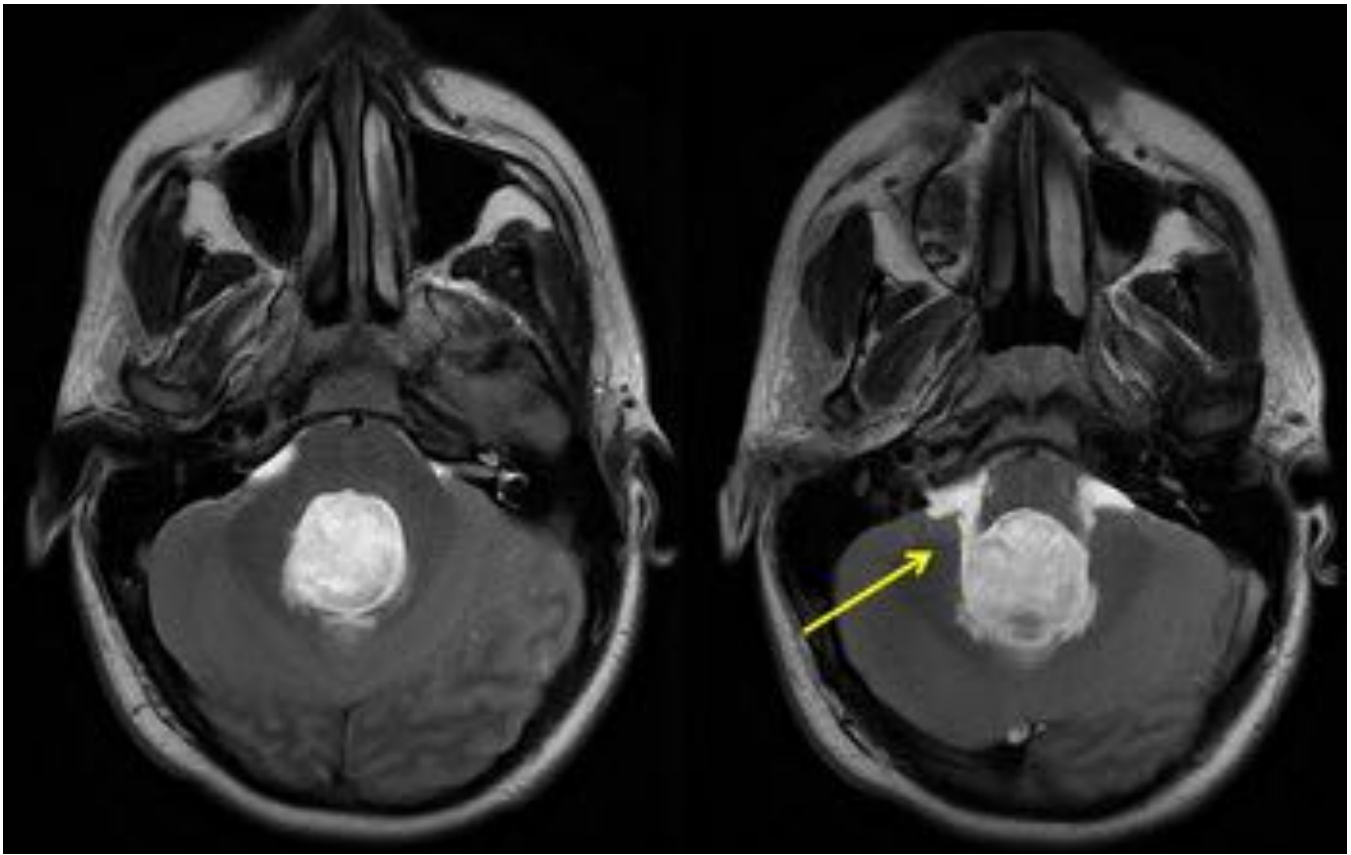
Mismo paciente de la figura anterior. Imagen de RM secuencia TSE T2 plano transversal. Presenta un aumento de tamaño muy significativo y pérdida de la morfología habitual del cuarto ventrículo, con apertura de los forámenes de Luschka. Estos hallazgos son compatibles con obstrucción congénita de los forámenes de Luschka y Magendie.
